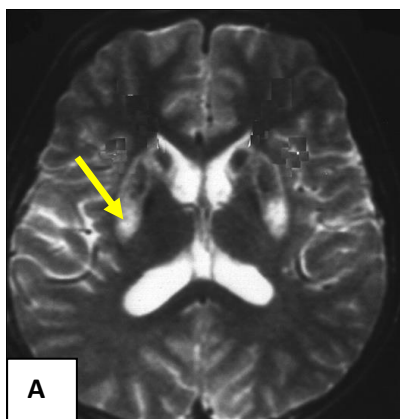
/. En A et B coupes en pondération T2 montrant un hyper signal au niveau des noyaux gris centraux (flèches jaunes). En C coupe en séquence FLAIR montrant un hypersignal périaqueductal. En D coupe en pondération T2 montrant des hypersignaux au niveau des pédoncules cérébelleux moyens .
